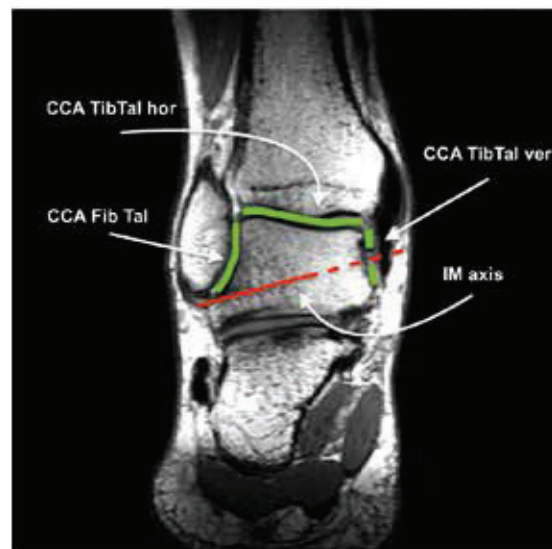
MRT-Bild mit grün markierter Kongruenz der Gelenkflächen; ventrale Ansicht des rechten Fußes in Normalstellung
